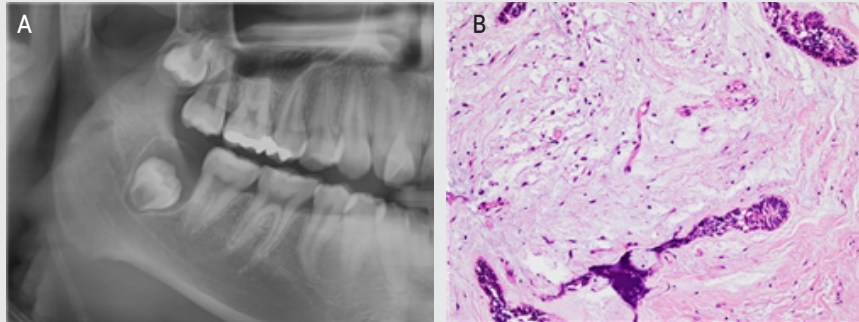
A) 파노라마 방사선 사진에서 매복된 #48 치관 주위로 양성 변화가 관찰된다.
